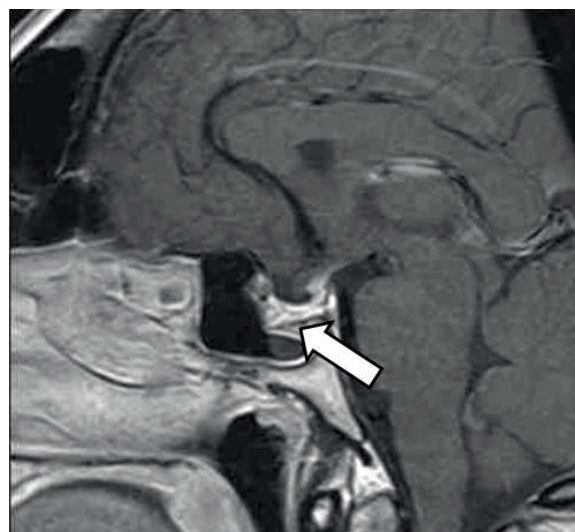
Магнитно-резонансная томография гипофиза с контрастным усилением. «Пустое» турецкое седло (указано стрелкой)
